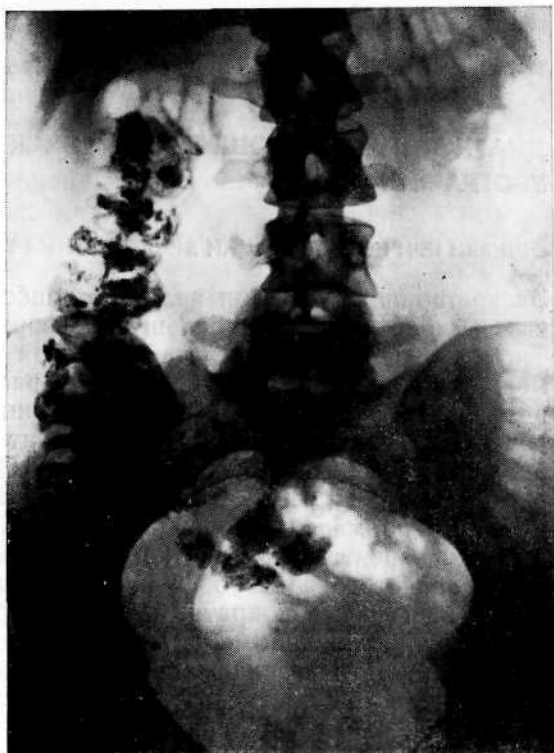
Обзорная рентгенограмма. По ходу восходящей толстой кишки плотные тени, обусловленные нахождением ртути в кишечнике.
